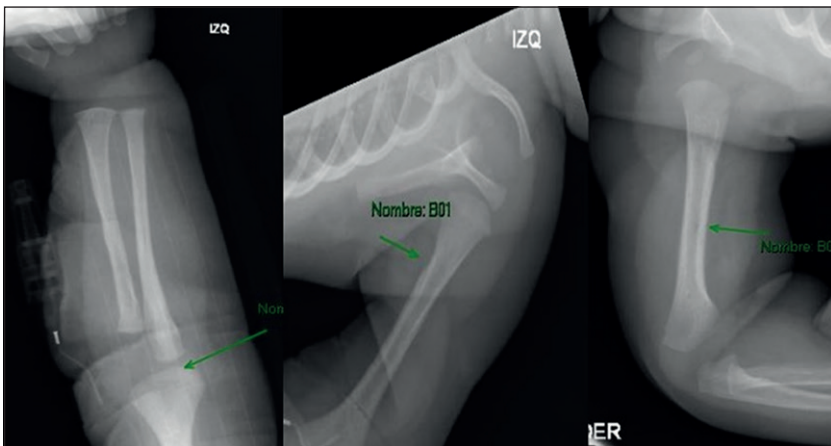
Radiografía de ambos húmeros: Estructura ósea heterogénea y mineralización ósea disminuida en forma simétrica y bilateral. Extensa periostitis bilateral en ambos húmeros y en los segmentos proximales de radios. En ambos húmeros existe irregularidades corticales, con aspecto de osteólisis. En el tercio medio de la diáfisis del húmero derecho existe una fina imagen lineal radiolúcida transversal, que puede traducir fractura no desplazada a este nivel. Rodeando en forma concéntrica la diáfisis del húmero derecho, existe masa de tejidos blandos de morfología ovalada.
